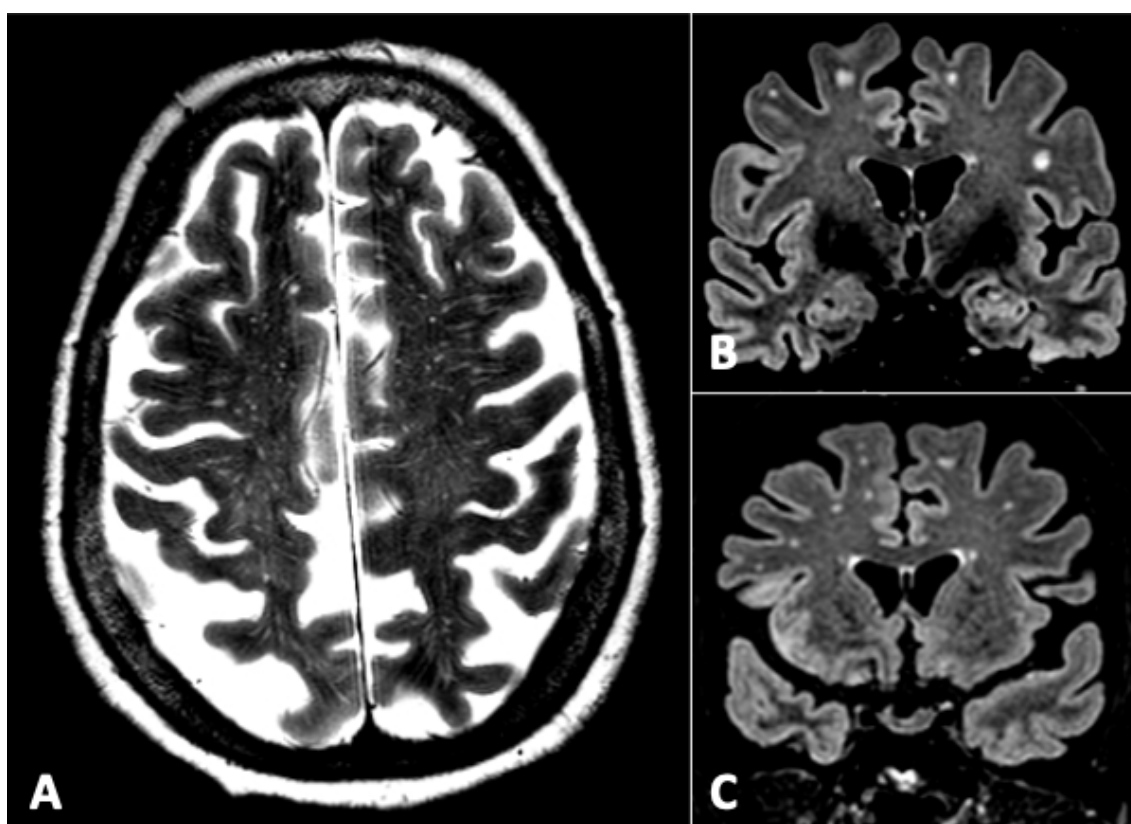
Imagens axiais ponderadas em T2 (A) e coronais em T2/FLAIR (B e C). Exemplo ilustrativo de doente que, apesar da ausência de marcadores hemorrágicos, cumpriu critérios de angiopatia amiloide cerebral possível à luz dos novos critérios imagiológicos: proeminência de espaços perivascularares alargados nos centros semiovais (grau 3) (A) e pequenas hiperintensidades multifocais dispersas pela substância branca subcortical dos hemisférios cerebrais (>10) (B e C).
